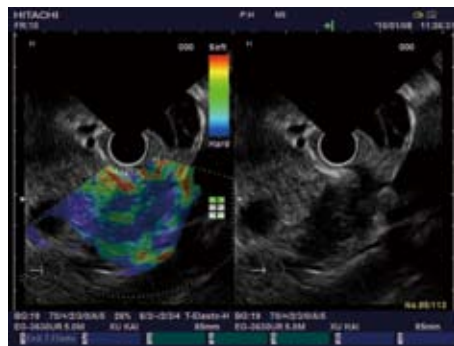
胰腺癌. 胰腺体部低回声病灶, 超声内镜弹性成像呈蓝色为主混在较大的红色或绿色区, 弹性成像评分为5分.
